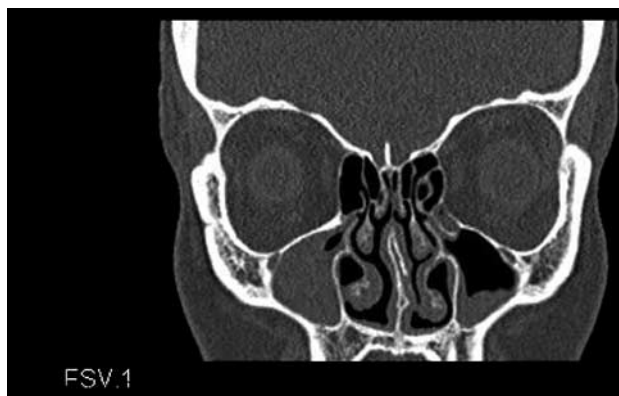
МСКТ в корональной проекции. В левой верхнечелюстной пазухе визуализируется горизонтальный уровень жидкости (при сохраненной проходимости соустья). В правой верхнечелюстной пазухе отмечается пузырек воздуха (“отключенная пазуха”).
